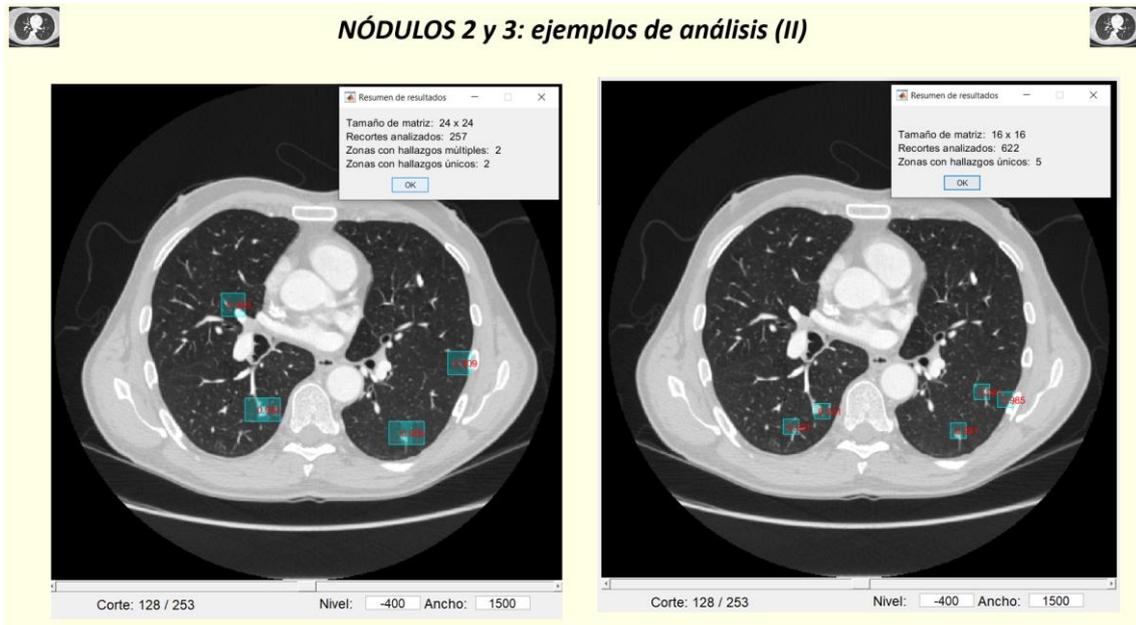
Casos TC de tórax. Caso 15: ejemplos de análisis de los nódulos 2 y 3 (II)
